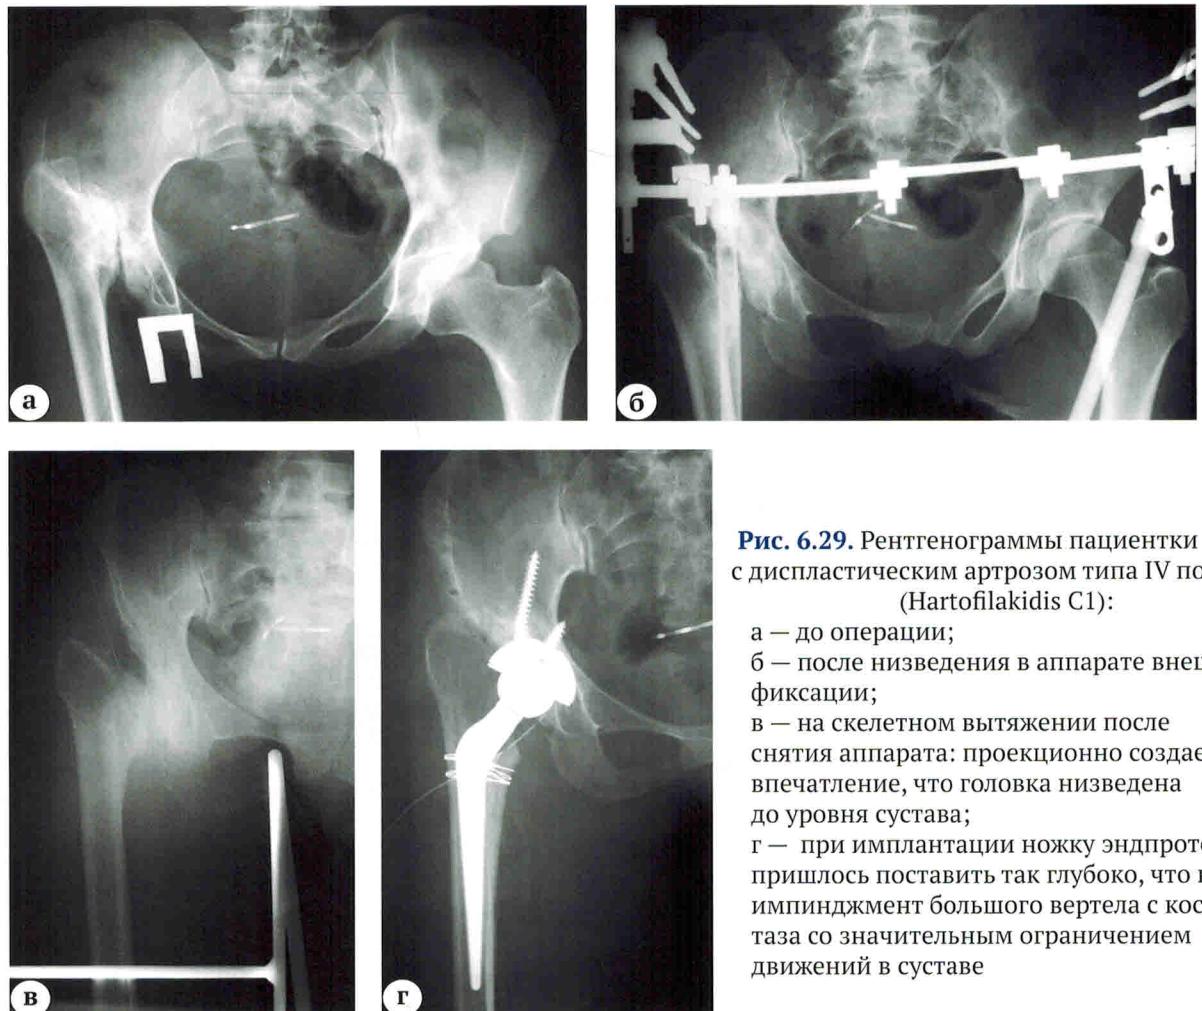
Рентгенограммы пациентки 35 лет с диспластическим артрозом типа IV по Crowe (Hartofilakidis C1):
